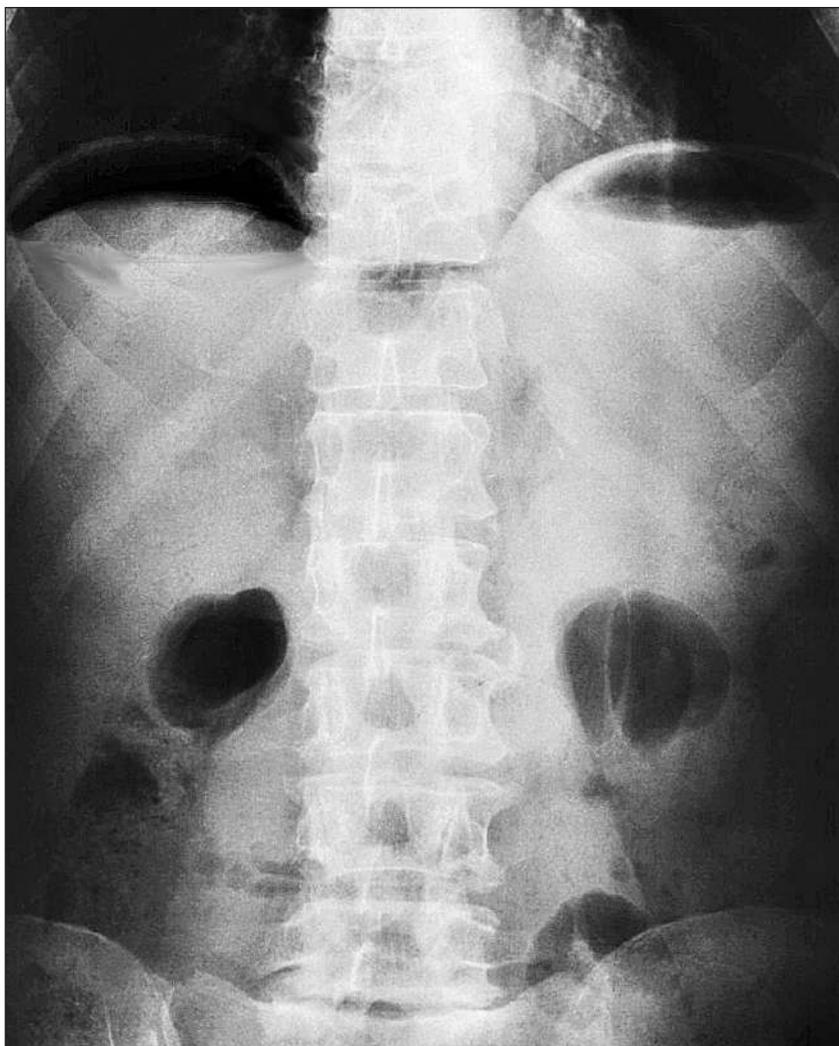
Обзорная рентгенограмма брюшной полости.
